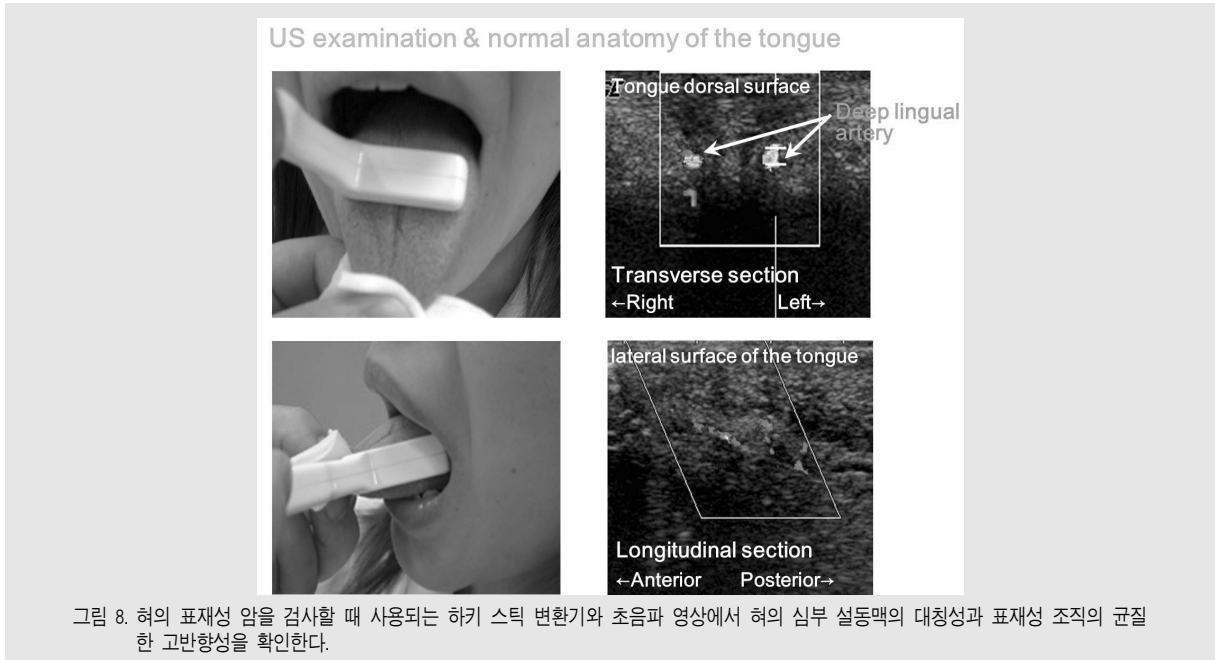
혀의 표재성 암을 검사할 때 사용되는 하키 스틱 변환기와 초음파 영상에서 혀의 심부 설동맥의 대칭성과 표재성 조직의 균질한 고반향성을 확인한다.
